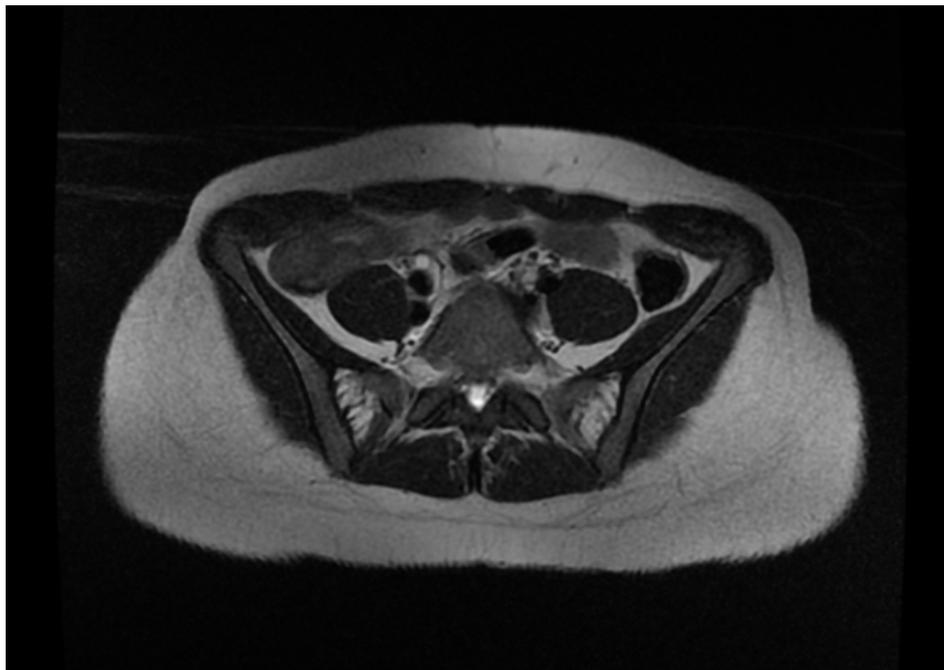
RM pélvica realizada pelo doente descrito no Caso Clínico 3: massas sólidas com ponto de partida anexial bilateral
